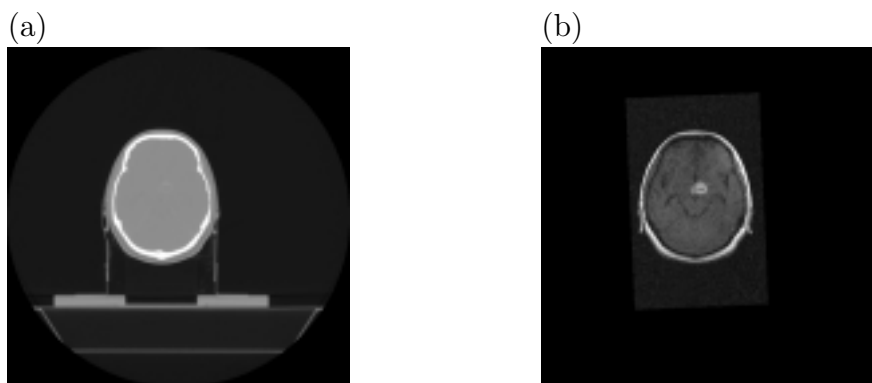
(a) CT-Schichtbild (b) MR-Schichtbild (registriert zu CT-Bild). Im MR-Bild ist das Tumorgewebe (ungefähr in der Mitte) besser als im CT-Bild zu erkennen.
